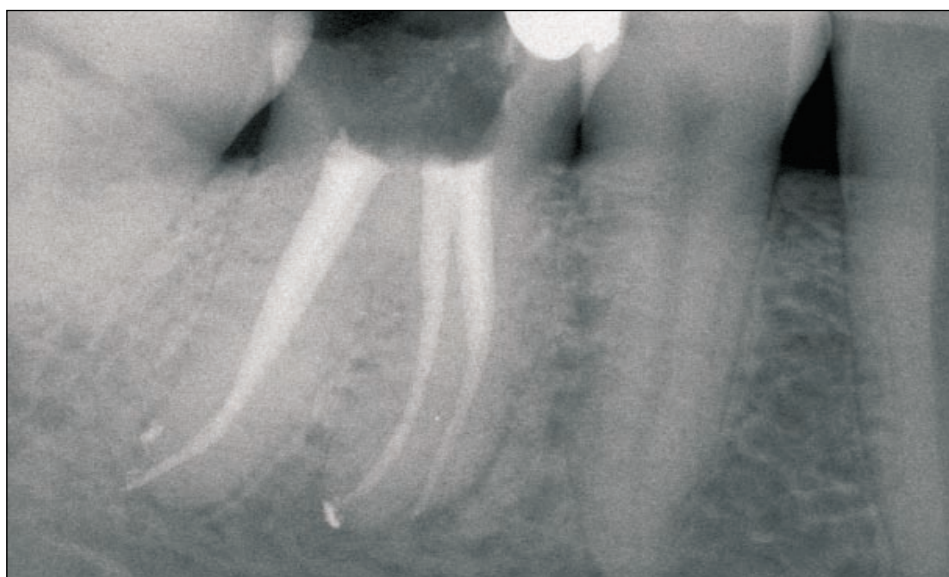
Radiografia finale.
